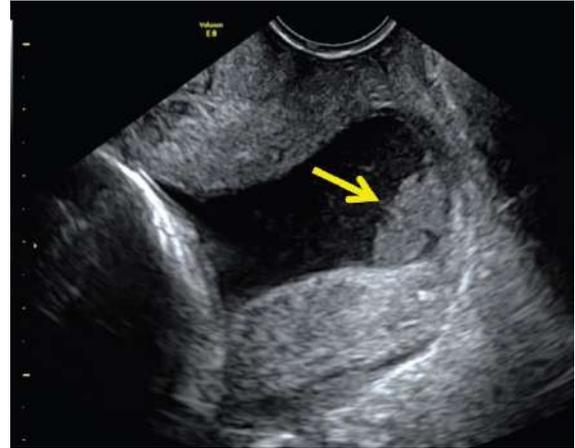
Imagen de ecografía transvaginal de lodo de líquido amniótico (flecha). Imagen obtenida de guía de practica How to measure cervical length⁽³⁹⁾
